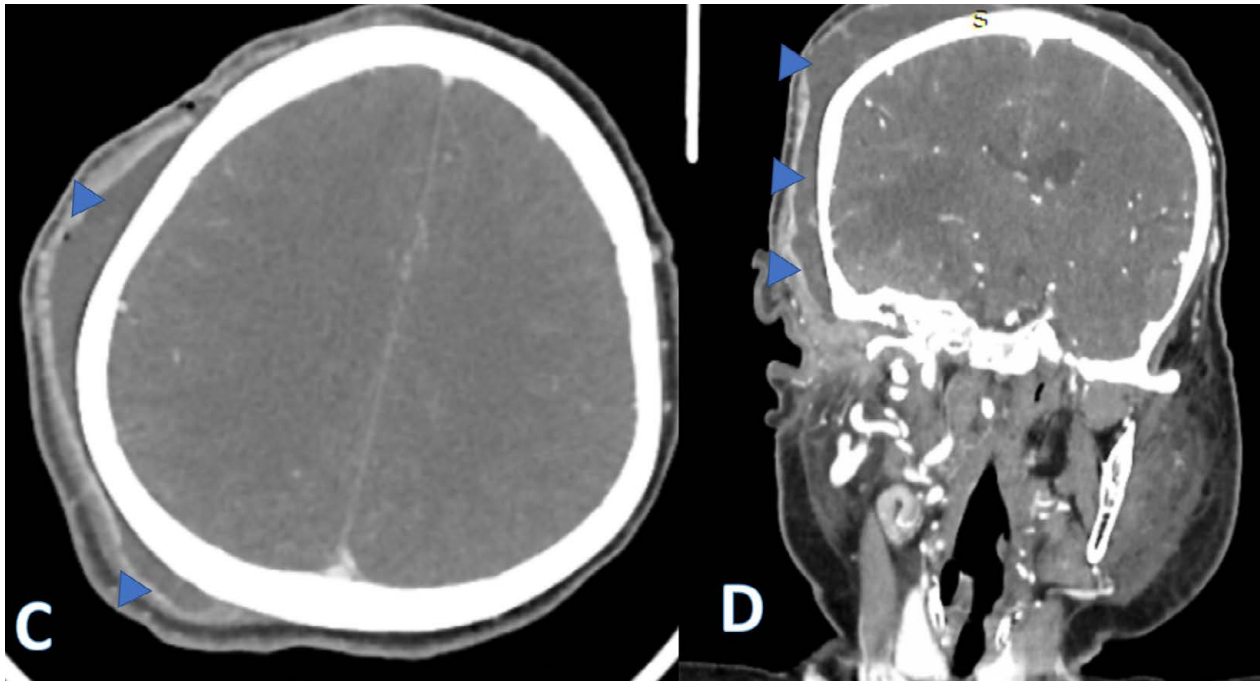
Tomografía contrastada de cráneo en plano axial (imagen C), donde se observa una gran colección en la región parietal con extensión occipital ipsilateral (flechas azules). En el plano coronal (imagen D), se aprecia una colección que se extiende cranealmente desde el vértice del lado derecho hasta la región temporal (flechas azules).
